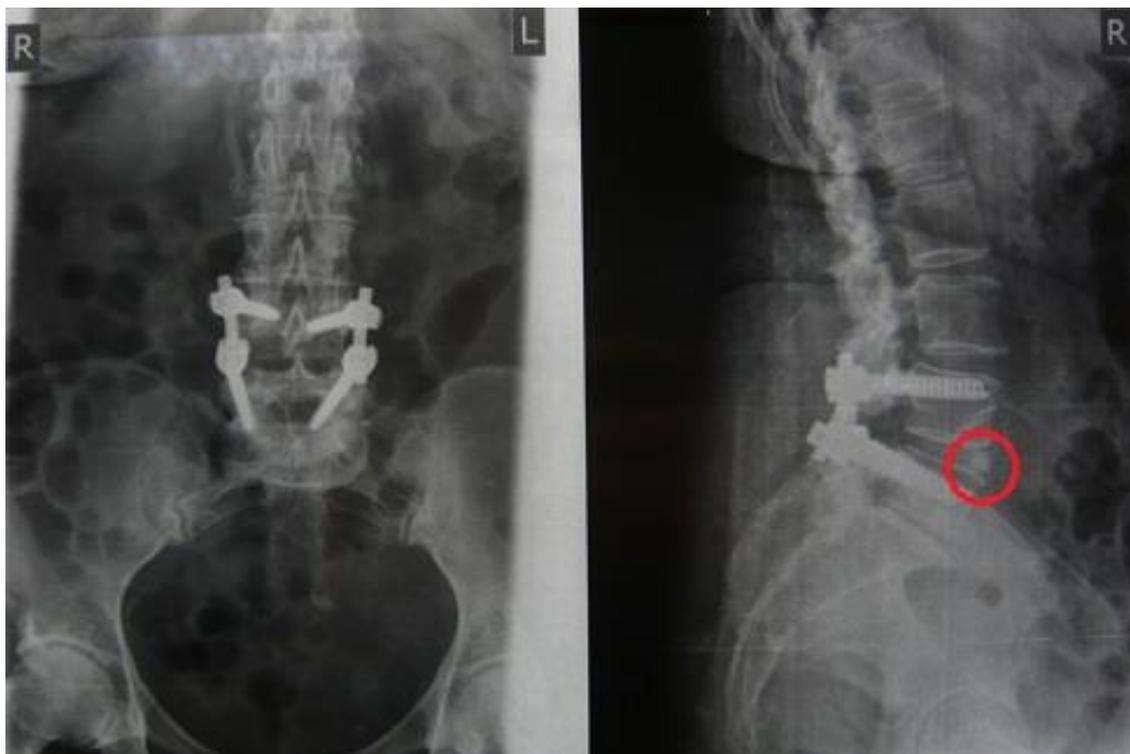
Рентгенограммы после транспедикулярной фиксации на уровне L4-L5, TLIF L4-L5 с максимально вентральным положением кейджа
